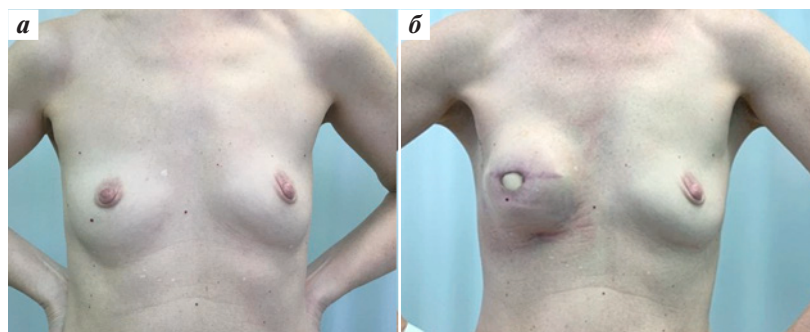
Внешний вид молочных желез пациентки Л., 50 лет, с диагнозом «рак правой молочной железы $pT2N0M0G2$, IIA стадия, люминальный тип В, HER2/неи-отрицательный иммунофенотип» на разных этапах хирургического лечения: а – перед 1-м этапом кожесохраняющей радикальной мастэктомии слева с удалением сосково-ареолярного комплекса и одномоментной реконструкцией тканевым экспандером; б – через 4 мес после окончания 4-го курса адьювантной химиотерапии: определяются протрузия тканевого экспандера в области послеоперационного рубца, дефицит кожи; выполнено удаление экспандера
